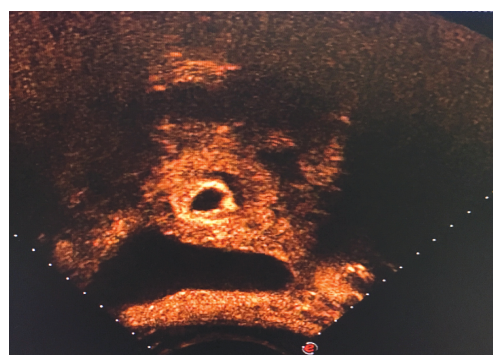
CSP 术后超声造影示孕囊周围血供明显减少,无增强区范围增大
